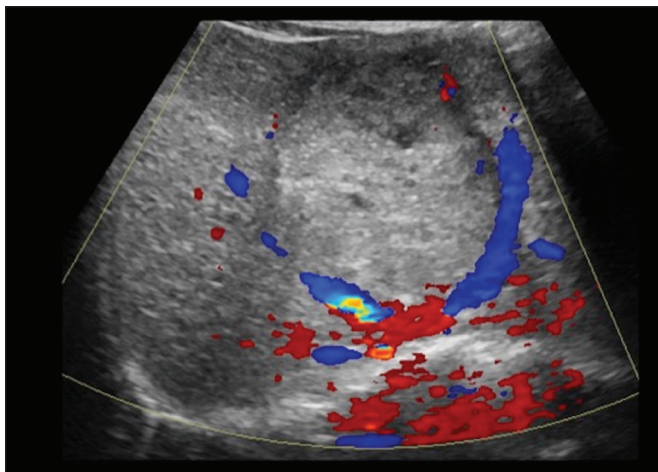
Hepatoblastoma. Menina de quatro anos de idade. US com Doppler identifica massa heterogênea, discretamente hiperecogênica, com diminutos focos císticos de permeio, que desloca as veias hepáticas. Realizada ressecção cirúrgica com resultado anatomopatológico de hepatoblastoma.
